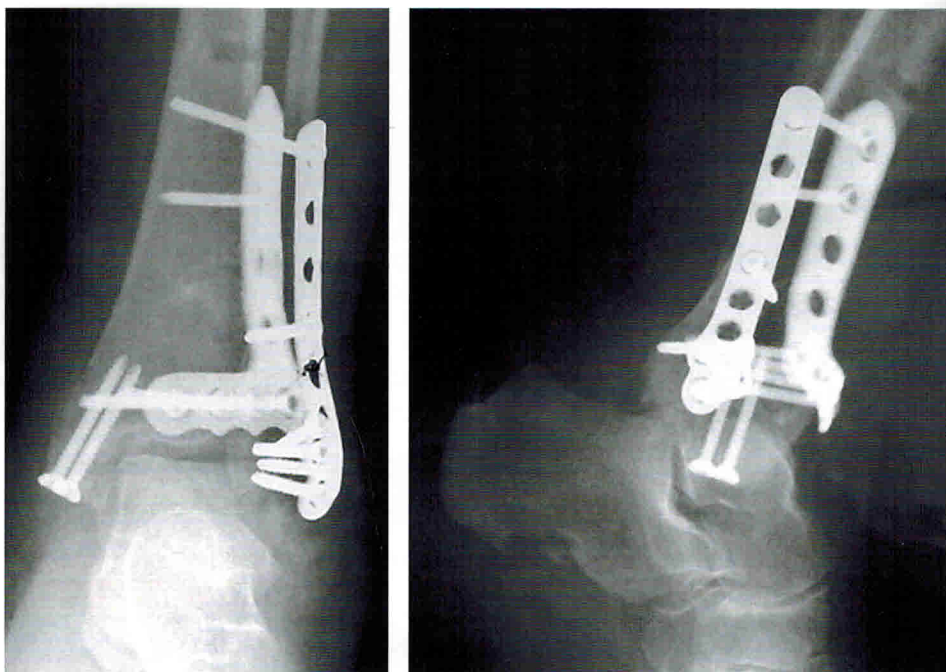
Рисунок 1В. Рентгенограммы пациентки К., 60 лет, после остеосинтеза обеих костей левой голени пластинами.
